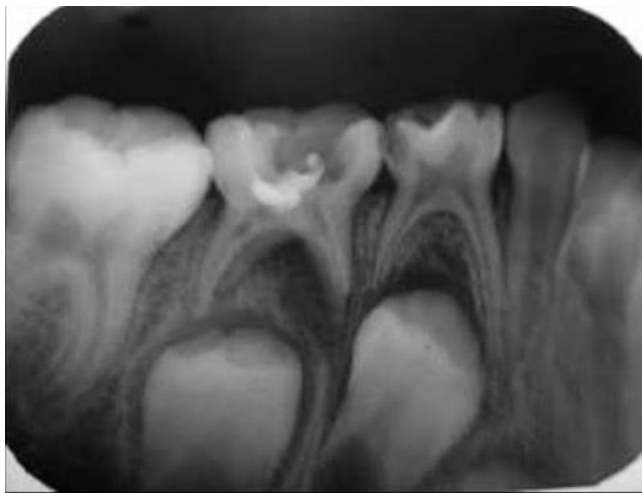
Radiografía digital indirecta. ²⁰
